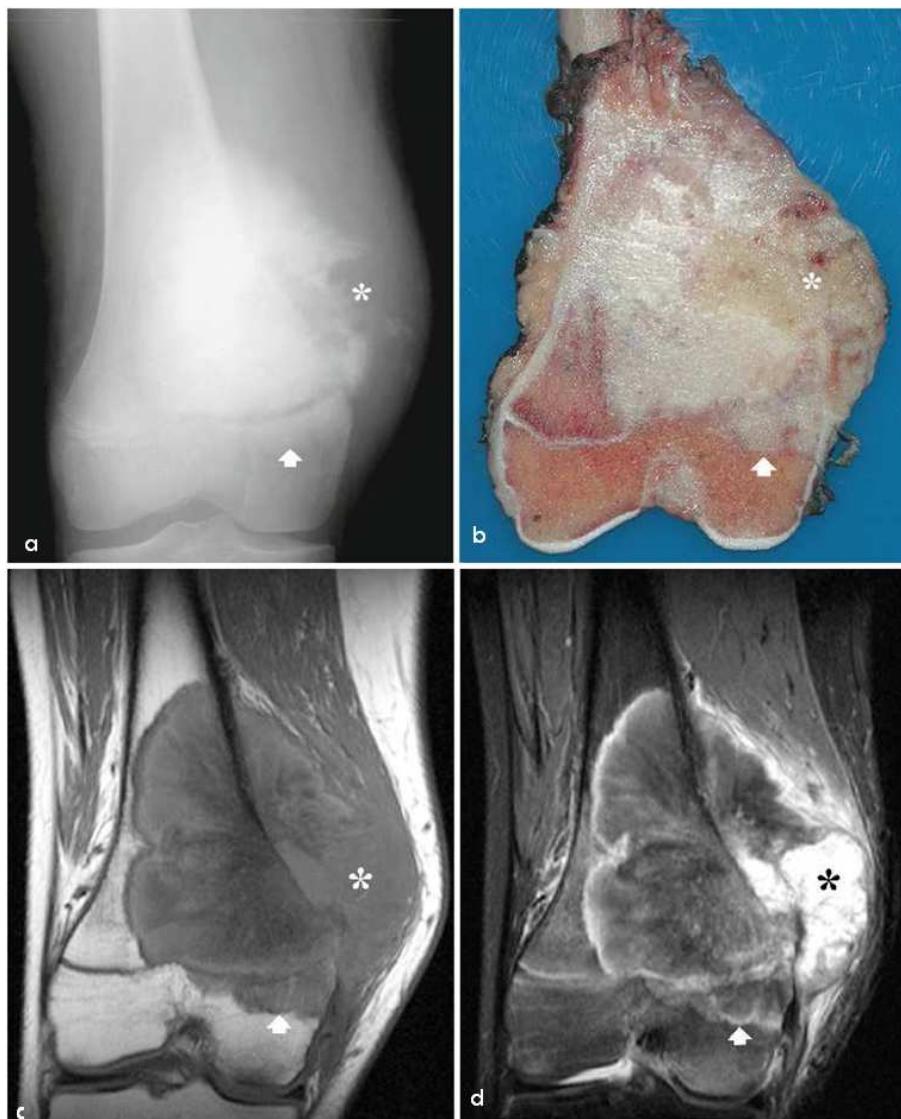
ostéosarcome chez une fille de 13 se présentant en radiographie standard (a) sous forme d'une opacité ostéoblastique du fémur distal associée à une masse du tissu mou présentant une portion non calcifiée (étoile) avec une extension épiphysaire (flèche). La section coronale de la pièce opératoire (b) différencie la zone ostéoblastique de la zone lytique (étoile) et démontre l'extension épiphysaire. La coupe IRM STIR coronale montre une masse de signal hétérogène avec une portion ostéoblastique en hyposignal et une zone chondroblastique de signal intermédiaire. La coupe coronale SE T2 (d) montre que la portion ostéoblastique est en hyposignal, alors que la portion chondroblastique est en hypersignal (étoile). L'extension épiphysaire est bien illustrée sur les deux coupes (flèche) [10]
